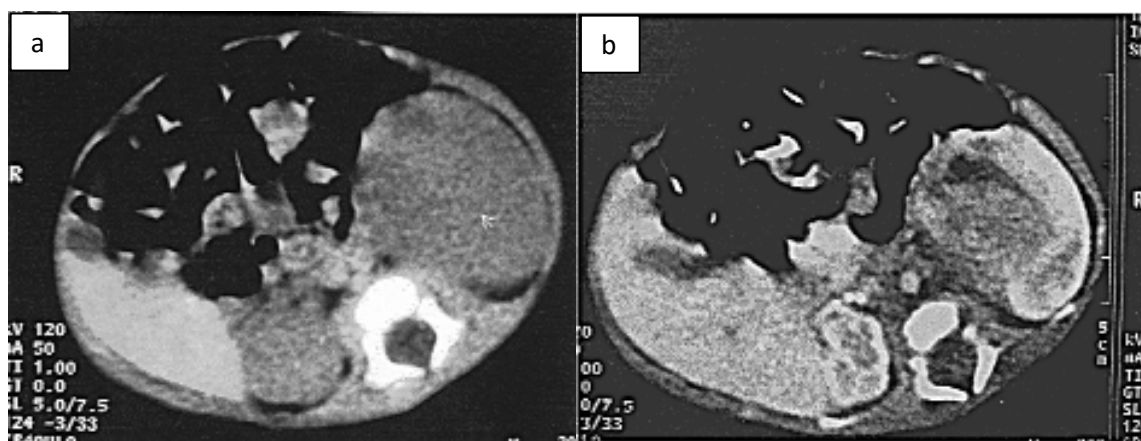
TDM : (a) avant l'injection de produit de contraste : masse tissulaire bien limitée (b) : après injection de produit de contraste : rehaussement hétérogène de la masse rénale gauche.[17]
